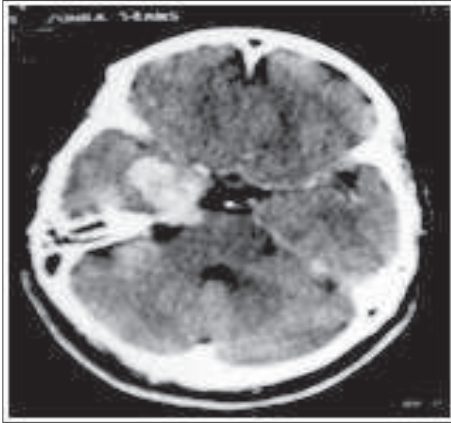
TDM en coupe axiale : lésion en regard du cavum de Meckel
